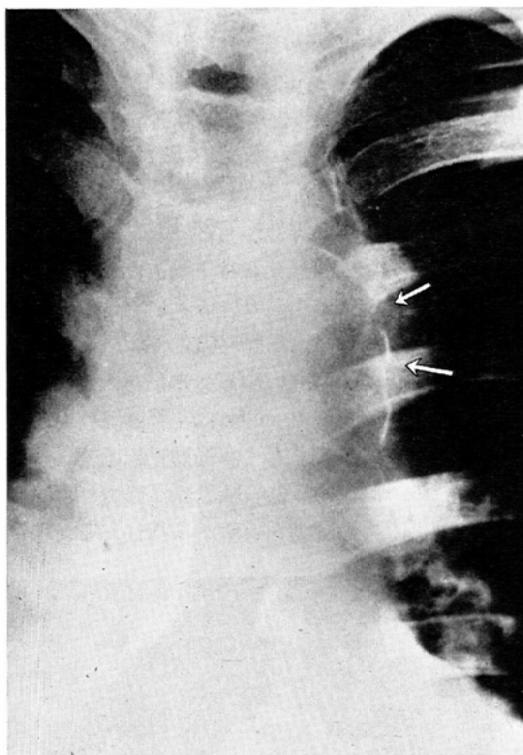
Roentgenogram after the episode shows medial displacement of the intimal calcification due to dissection.
